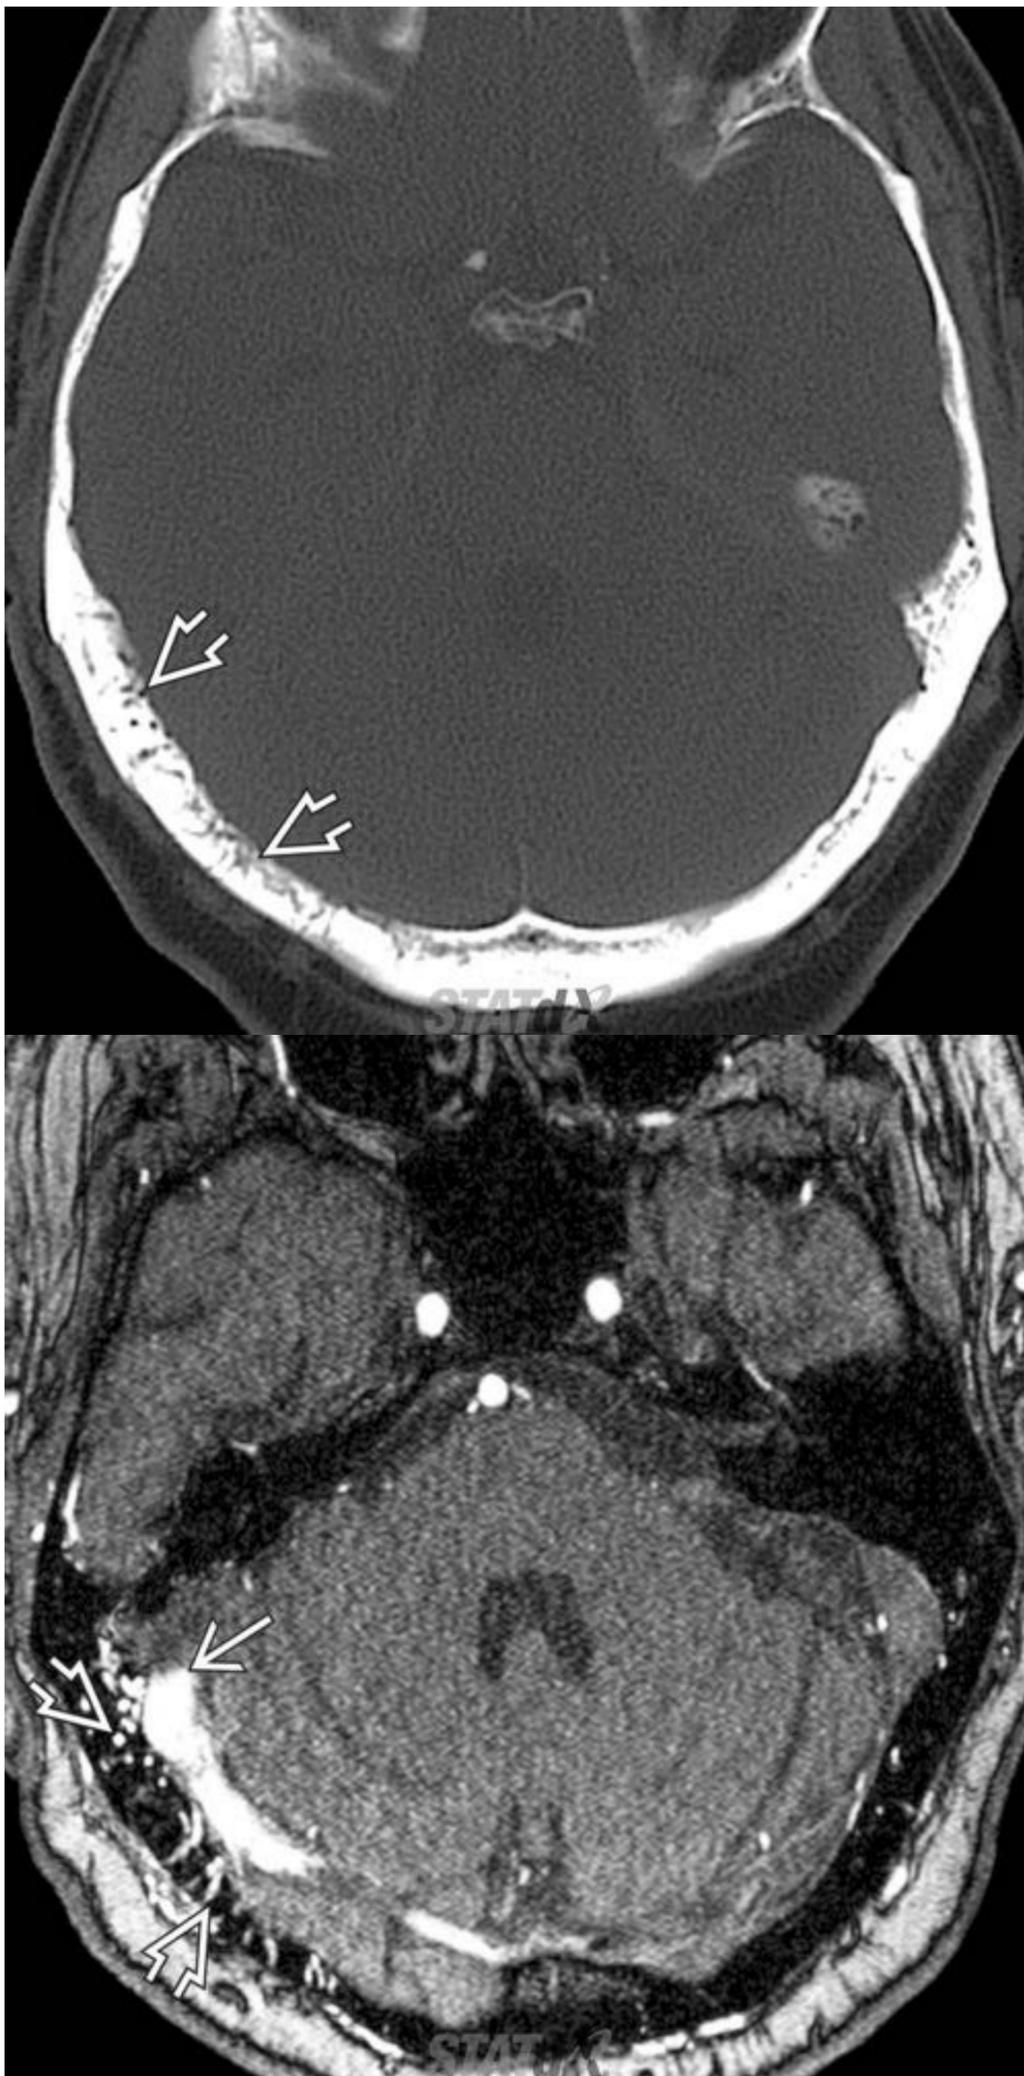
TC que evidencia múltiples canales vasculares transóseos en hueso occipital derecho y RM que muestra trombosis del seno dural derecho, así como canales vasculares óseos, en secuencia potenciada en T1 con CIV, sugerentes de FAV dural de la fosa poseterior.
